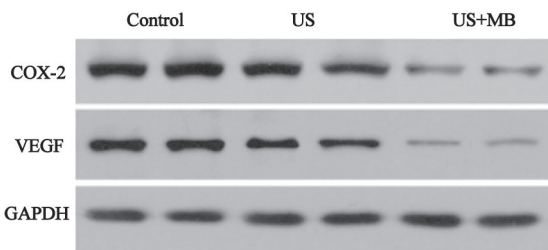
低频超声联合微泡降低COX-2和VEGF表达
